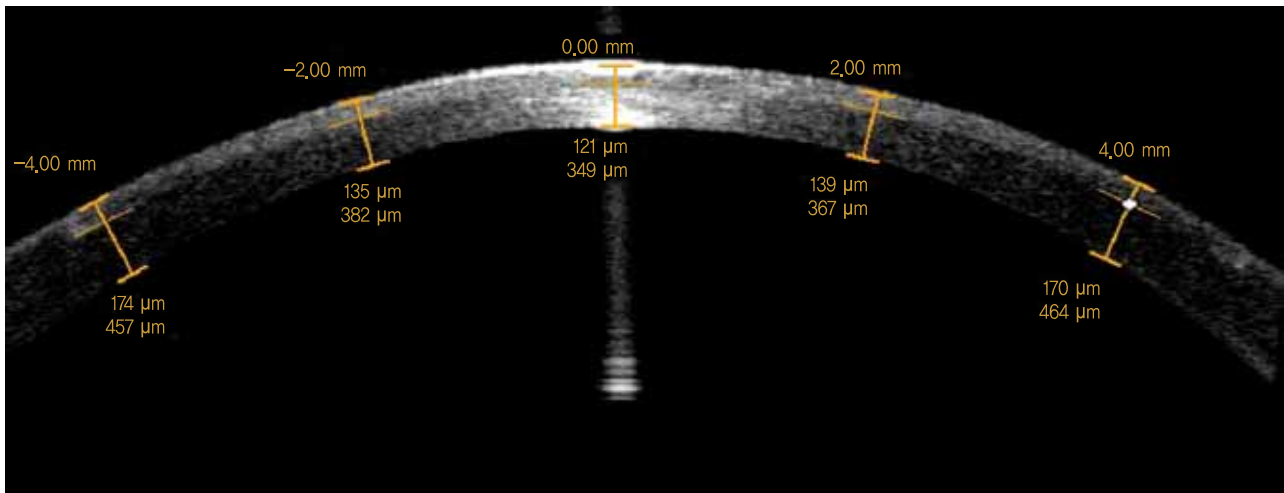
Postoperative flap thickness measurement with anterior segment optical coherence tomography.
